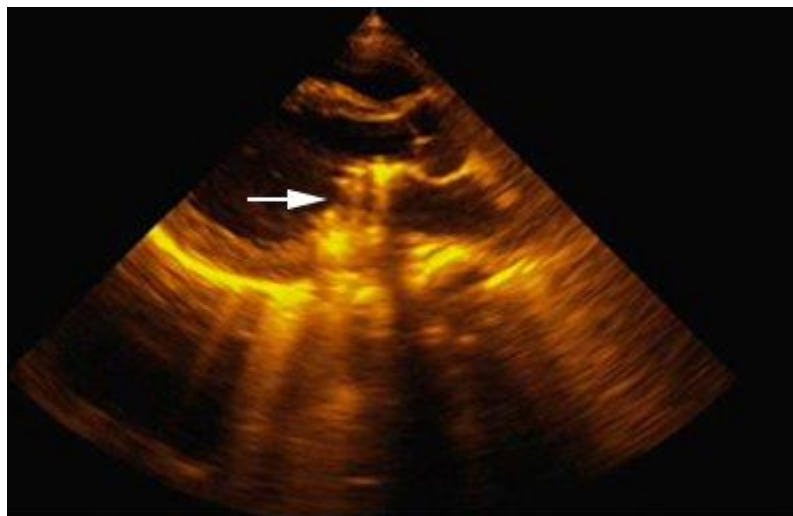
Ecocardiografía posoperatoria que muestra prótesis en posición mitral.
